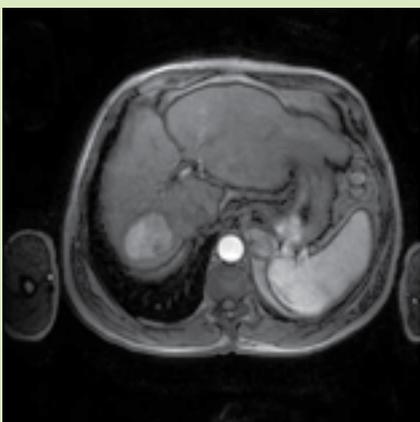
Imagem de RM no plano axial com sequência T1, após a administração de contraste paramagnético, em fase arterial – nódulo no segmento VII hipervascular
